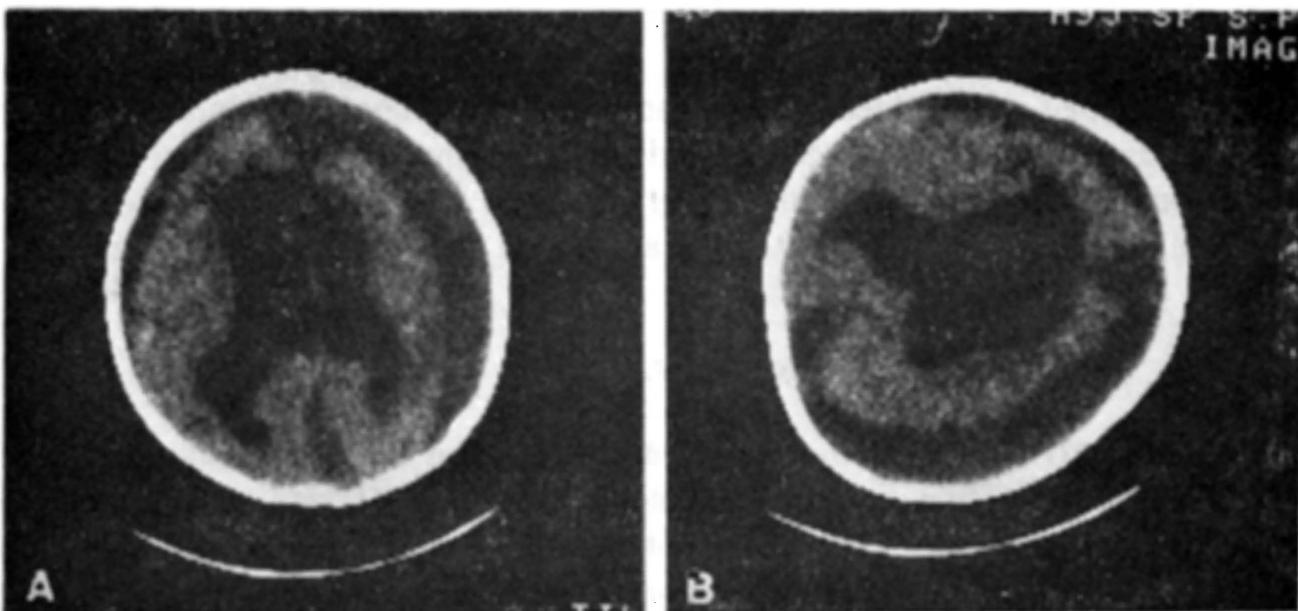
Atrofia cerebral. TC em decúbito dorsal (A) e lateral esquerdo (B) mostrando as alterações do espaço subaracnóideo.
